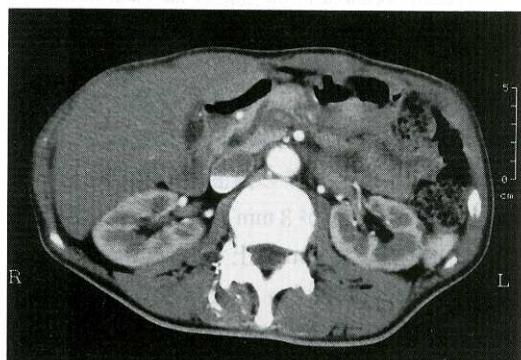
Abdominal CT showing dilatation of the main pancreatic duct, but no evidence of a polypoid lesion within the duct
